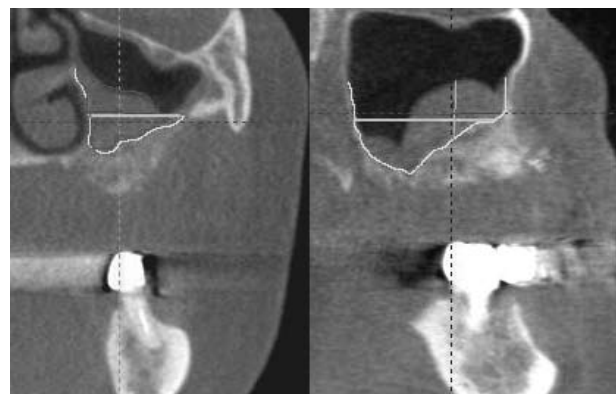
Фронтальный и сагиттальный срезы цифровой объемной томограммы того же пациента. Контрастными линиями показаны объем имплантированного материала и необходимый объем заполнения синуса
